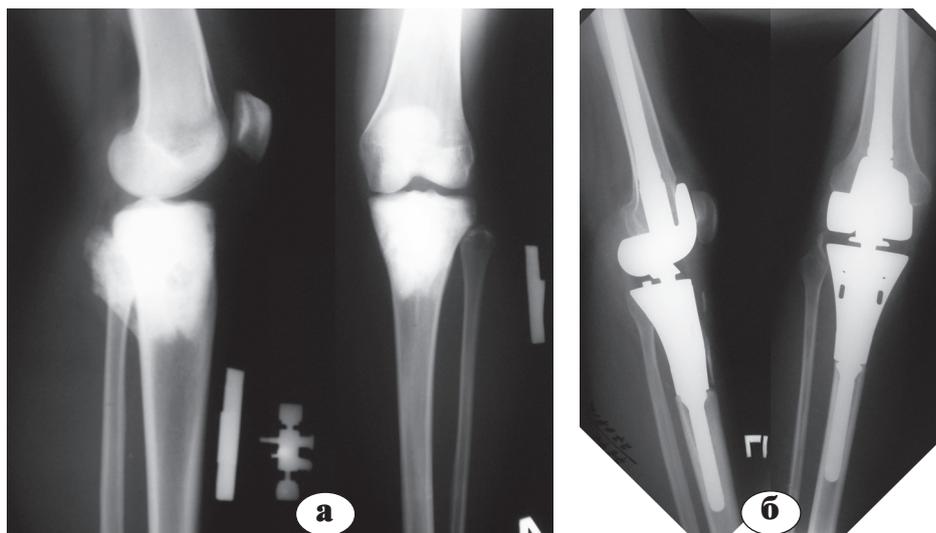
Рентгенограммы пациентки А. с остеогенной саркомой проксимального отдела большеберцовой кости: а – до операции, б – после резекции коленного сустава и проксимального отдела большеберцовой кости и замещения модульным эндопротезом
